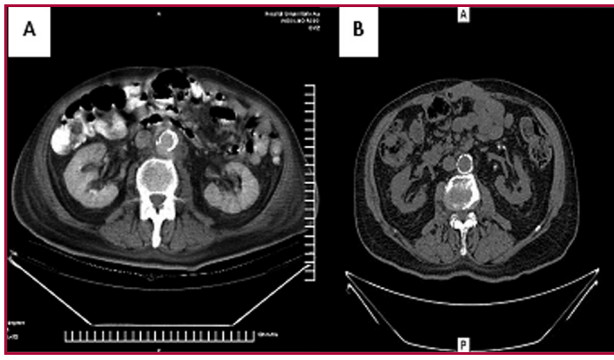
A. Tomografía axial computarizada sin contraste que muestra aneurisma micótico. B. Tomografía de control (año 2012) con endoprótesis.
